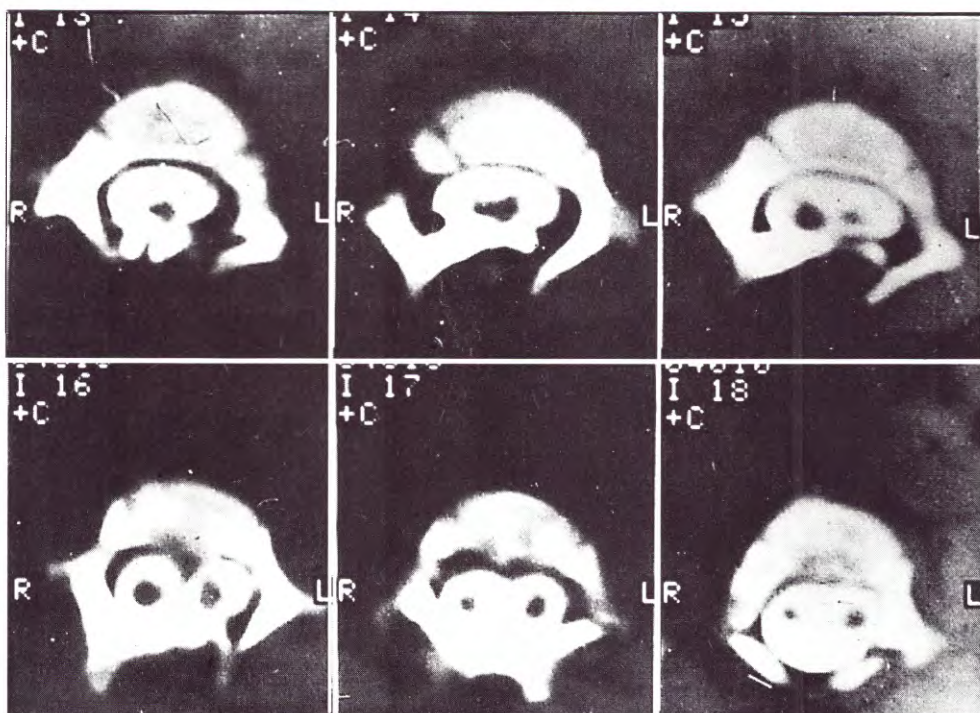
Mielo-TC en un caso de Diastematomelia. El corte 16 muestra 2 sacos derales. Los cortes más bajos (13, 14 y 15) muestran el saco dural único a esos niveles y la reunificación de la médula espinal. Los cortes más altos (17 y 18) muestran el saco dural único y ambas hemimédulas que persisten separadas.
